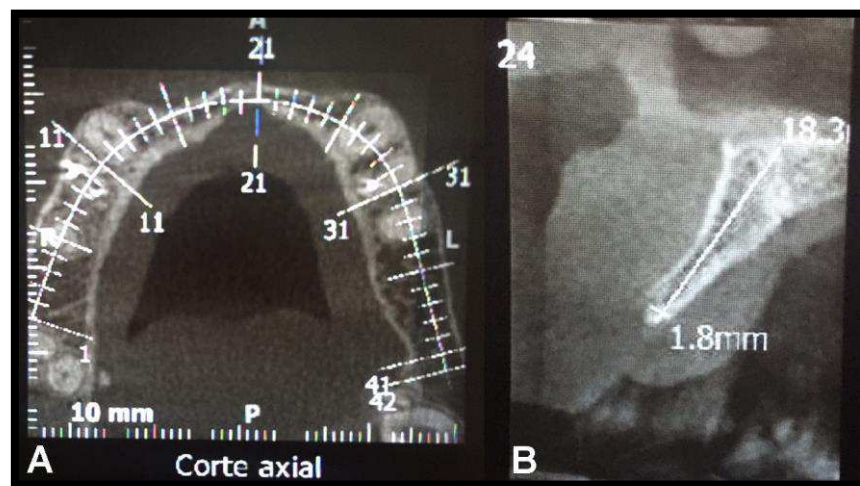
Em a, tomografia computadorizada com corte axial da maxila; em b, dimensão óssea para instalação dos implantes em região anterior da maxila.
